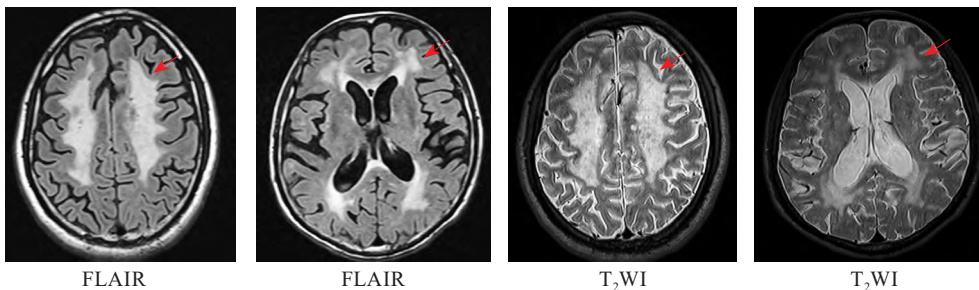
MRI image of recent small subcortical infarct
